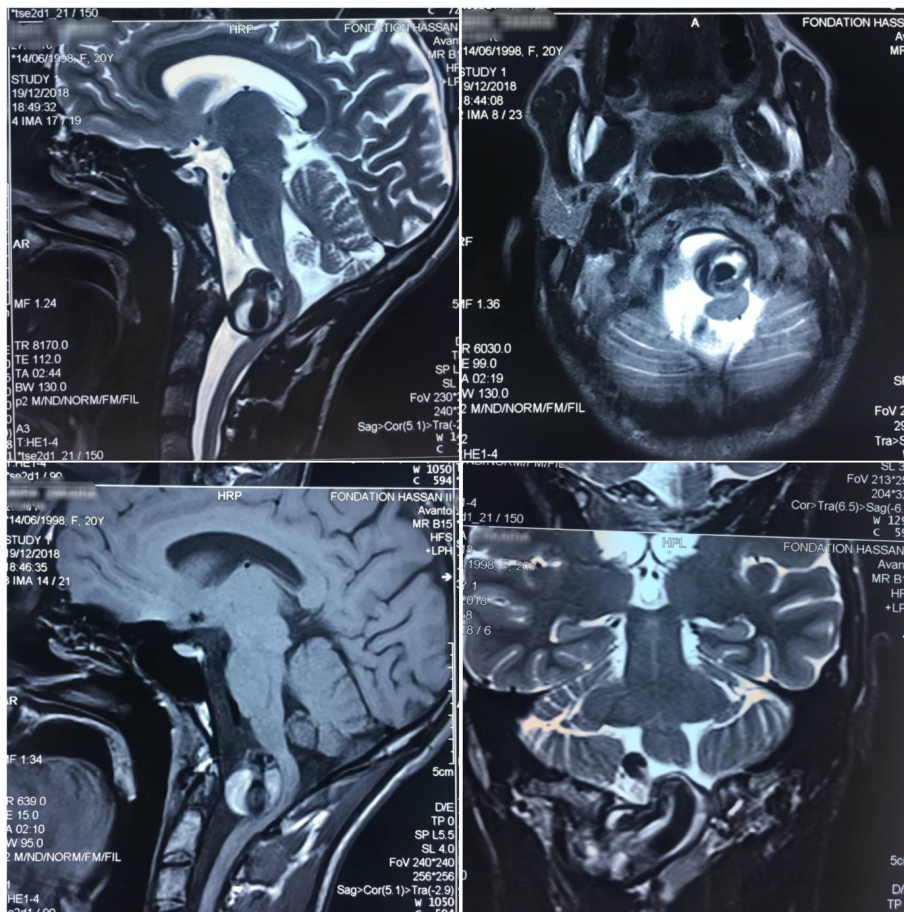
IRM cérébrale montrant une masse d'origine vasculaire comprimant la jonction bulbo-médullaire
